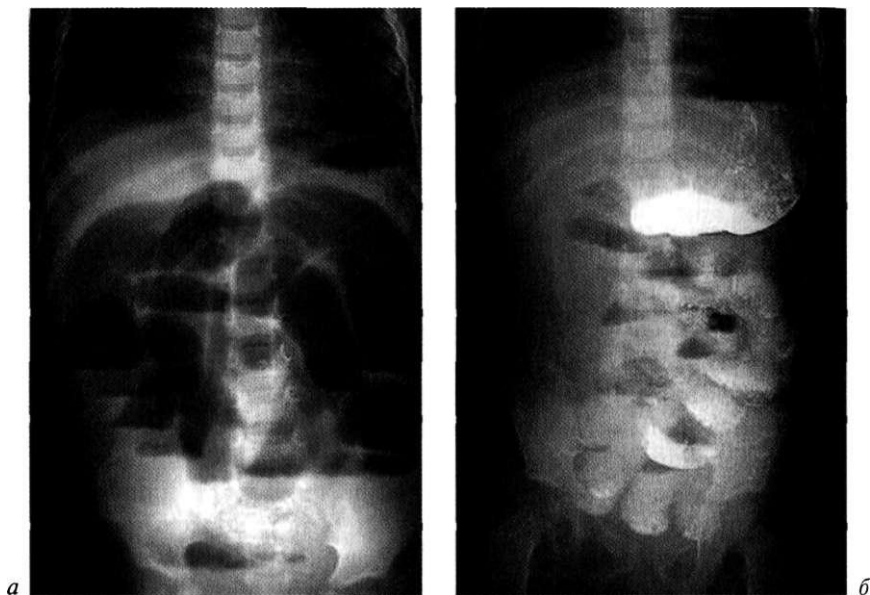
Динамическая кишечная непроходимость: *а* — обзорная рентгенограмма органов брюшной полости: множественные горизонтальные уровни и арки, уровень жидкости в брюшной полости; *б* — контрастное исследование органов брюшной полости: стаз взвеси сульфата бария в течение 6 ч, множественные горизонтальные уровни и арки.
